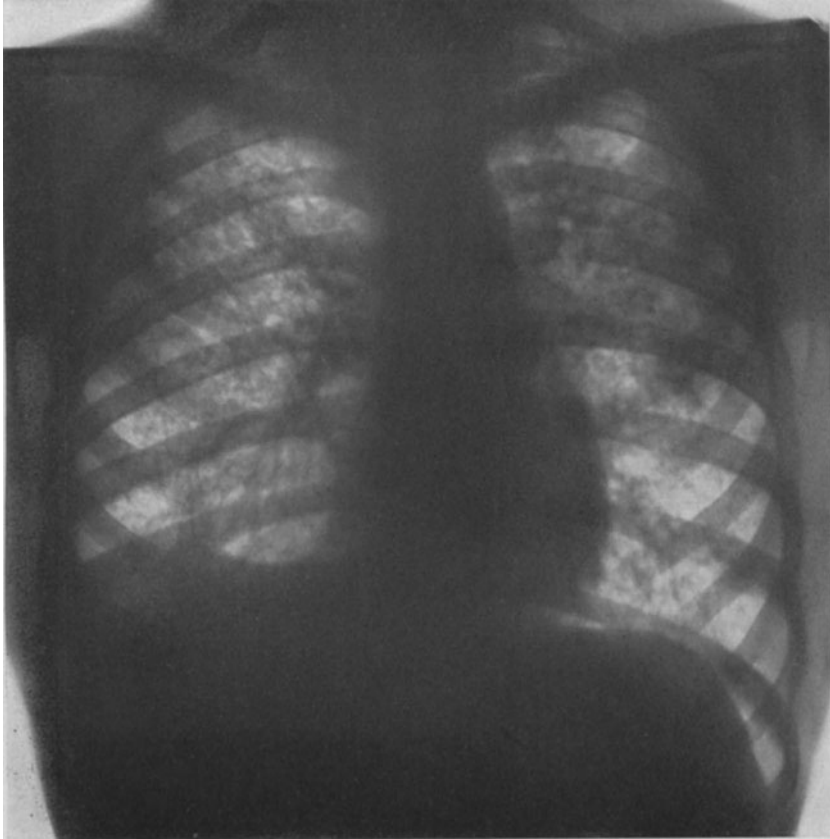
Über beide Lungen ausgedehnte Tuberkulose. Links oben Herde mehr konfluierend, rechts mehr isoliert liegend. Links im Bild unterhalb des Schlüsselbeines kavernöser Zerfall. Den umschriebenen Herden der rechten Lunge ist im Röntgenbild ihre Entstehungsart nicht anzusehen. Das rechte Zwerchfell ist durch Adhäsion zipfelförmig thorakalwärts verzogen, der rechte Pleurarezessus — der linken Seite des Beschauers gegenüber — beschattet und nicht entfaltbar.
